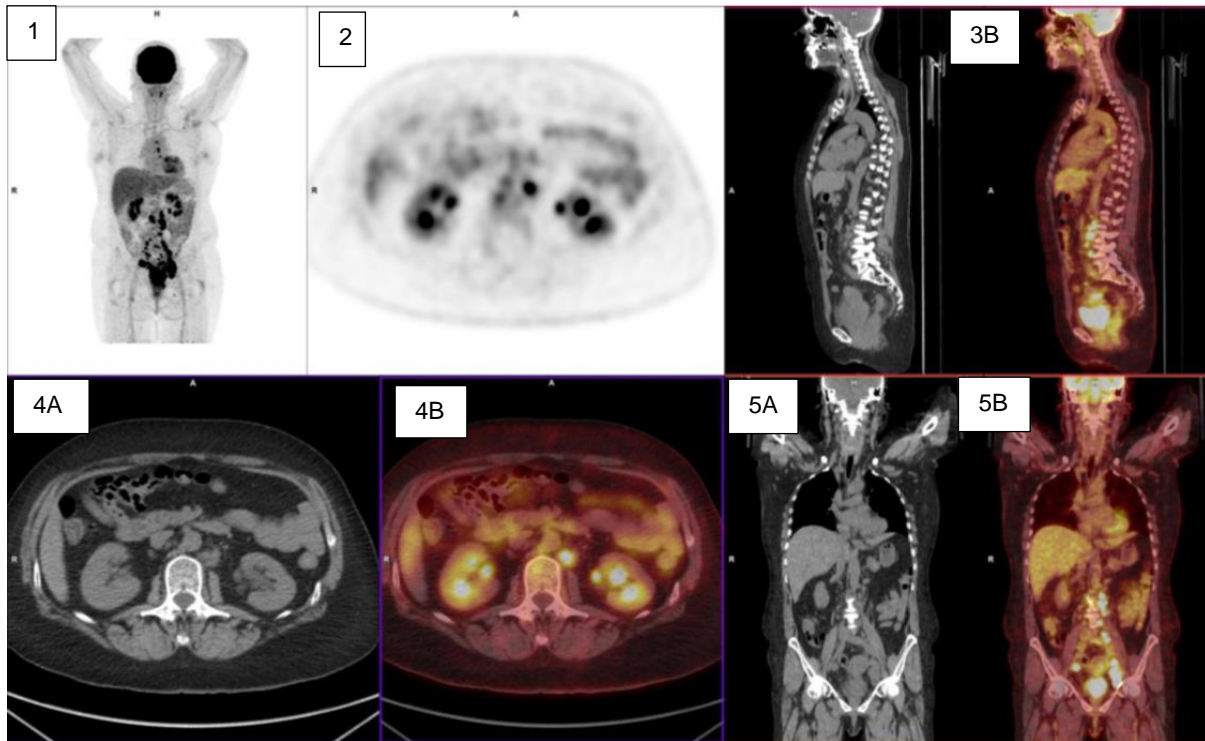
TEP-TDM analogique chez la patiente n°18
